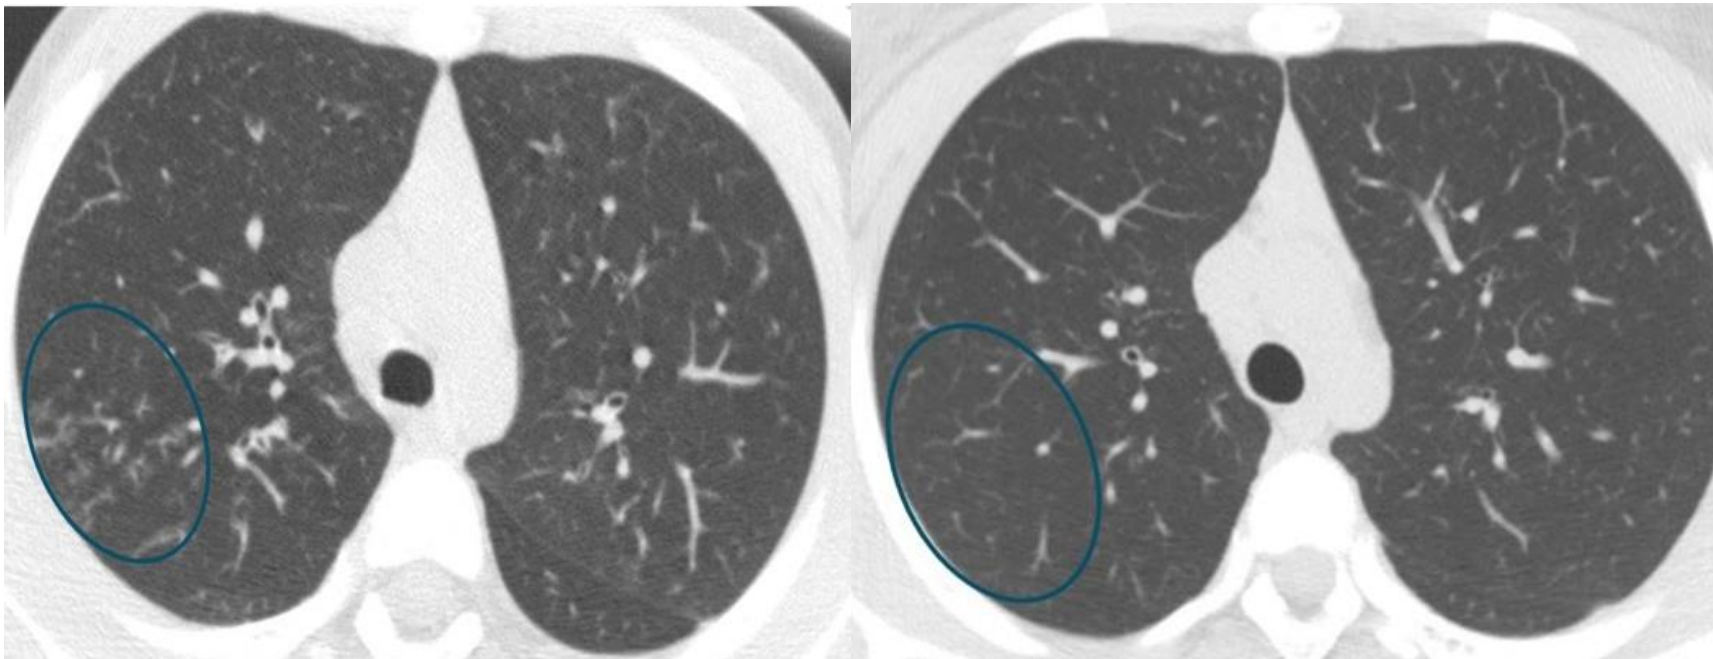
Cortes axiales de TC torácico antes y tras diez meses bajo tratamiento con Kaftrio: resolución del patrón de árbol en brote en relación con enfermedad de la pequeña vía aérea en segmento posterior del LSD.
